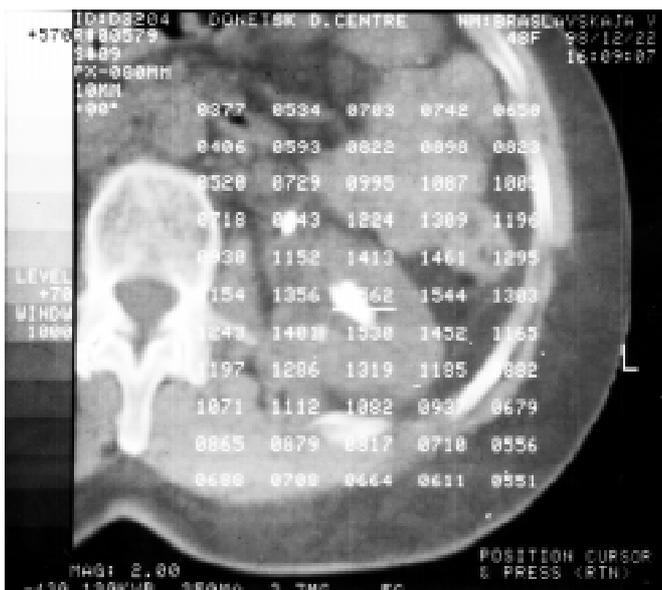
Комп'ютерна томограма каменя лівої нирки. Кількісний розподіл щільності в площині КТ-скана. У центрі каменя щільність 1562 од. Н
